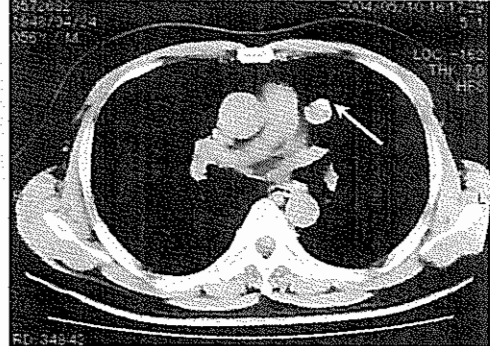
胸部 CT 像（縦隔条件）にて石灰化を伴っている。
